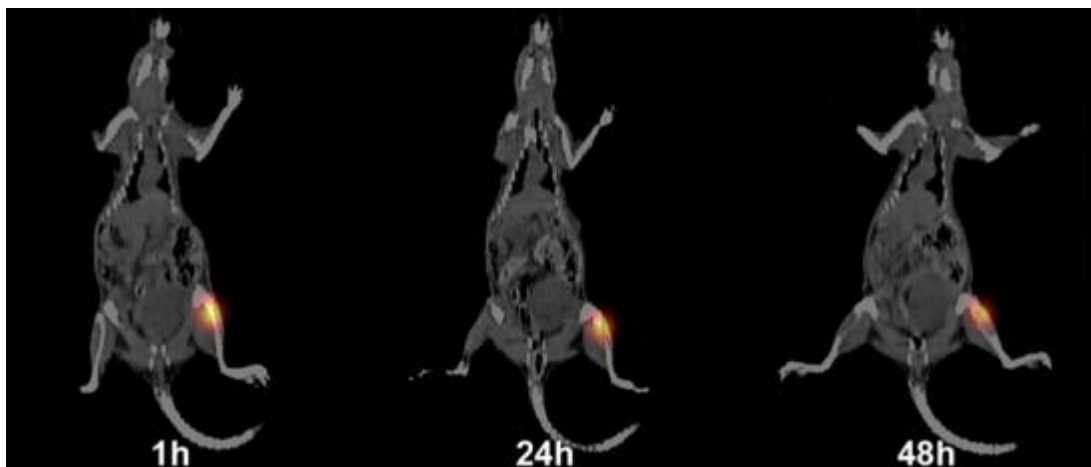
Imágenes CT (en escala de grises) y SPECT (en escala de rojos) fusionadas. La imagen muestra la vista coronal de una rata a 1, 24 y 48 horas tras la implantación de células mesenquimales humanas marcadas con ^{111}In -oxina en la tibia izquierda[5].
